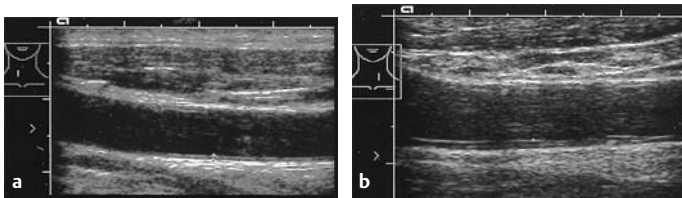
a u. b Sonographische Bestimmung der Intima-Media-Dicke an der A. carotis communis. a Normalbefund (0,6 mm) bei einem 68-jährigen gesunden Mann. b Intima-Media-Dicke von 1,4 mm bei einem 53-jährigen Mann mit hohem kardiovaskulären Risikoprofil
